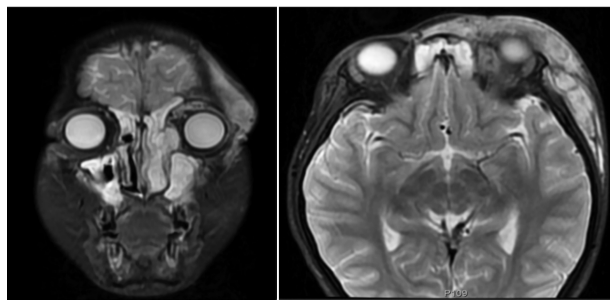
术前鼻窦 MRI 普通加增强扫描成像示:鼻周、左侧眶周、左侧额部脓肿形成,侵及颅内,额部颅板下少量积液、邻近脑膜炎
